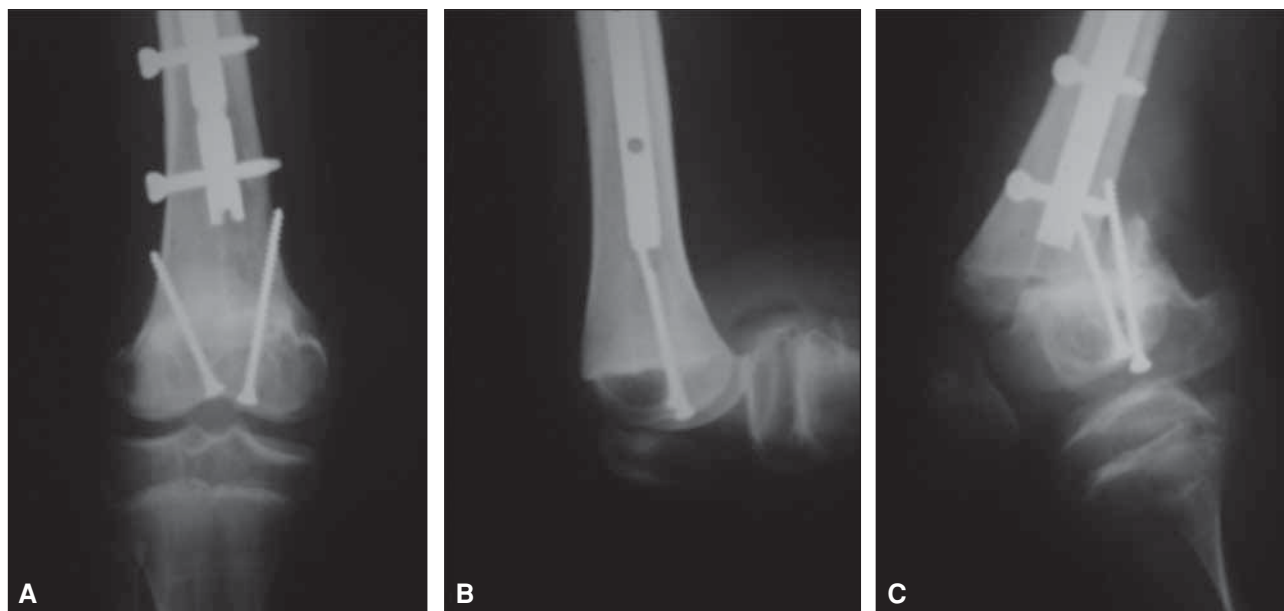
Unión distal de un trasplante intercalar del fémur fijado con clavo endomedular. A y B. Radiografías de frente y perfil a los 24 meses de seguimiento que muestran buena consolidación de la osteotomía. C. La radiografía de perfil muestra una fractura sufrida a los 32 meses en una región no protegida por la osteosíntesis.
